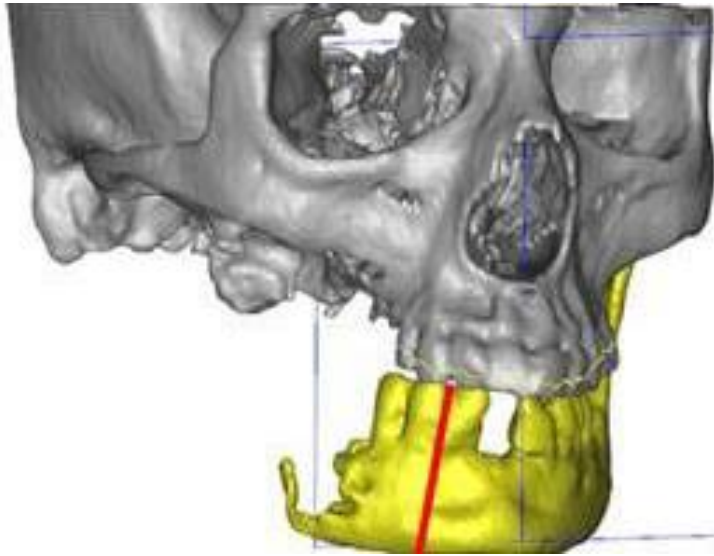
Tomografía computarizada en 3D donde se muestra la mitad de la mandíbula sin el cóndilo.
